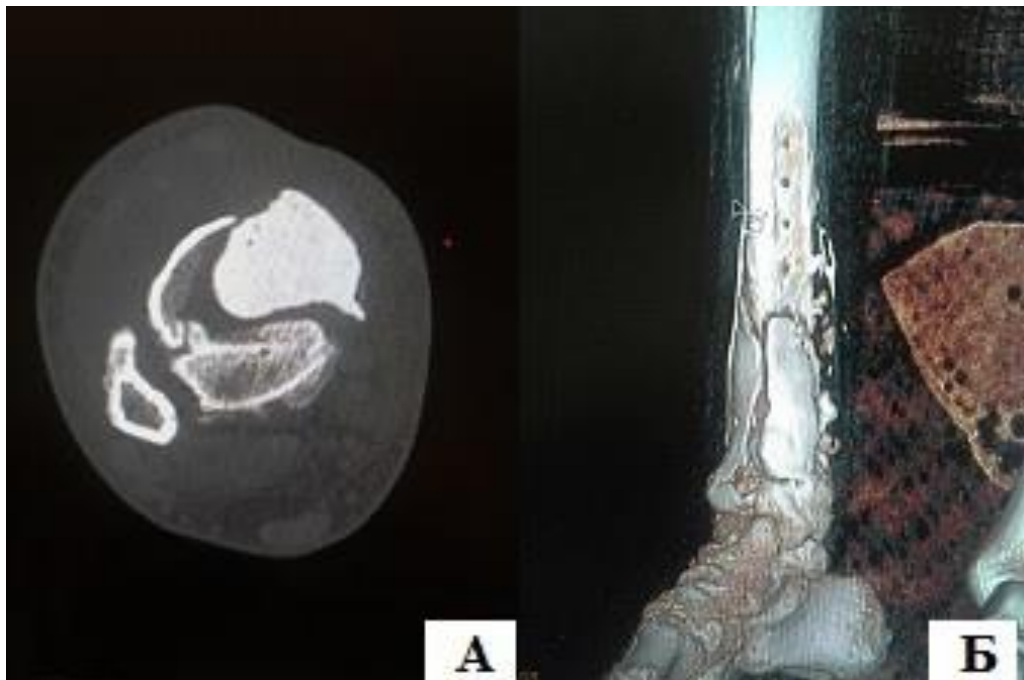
Результаты МСКТ правой голени у пациента А, 50 лет перед вторым этапом хирургического лечения: А -осевой срез). Б – 3D-реконструкция области интереса
